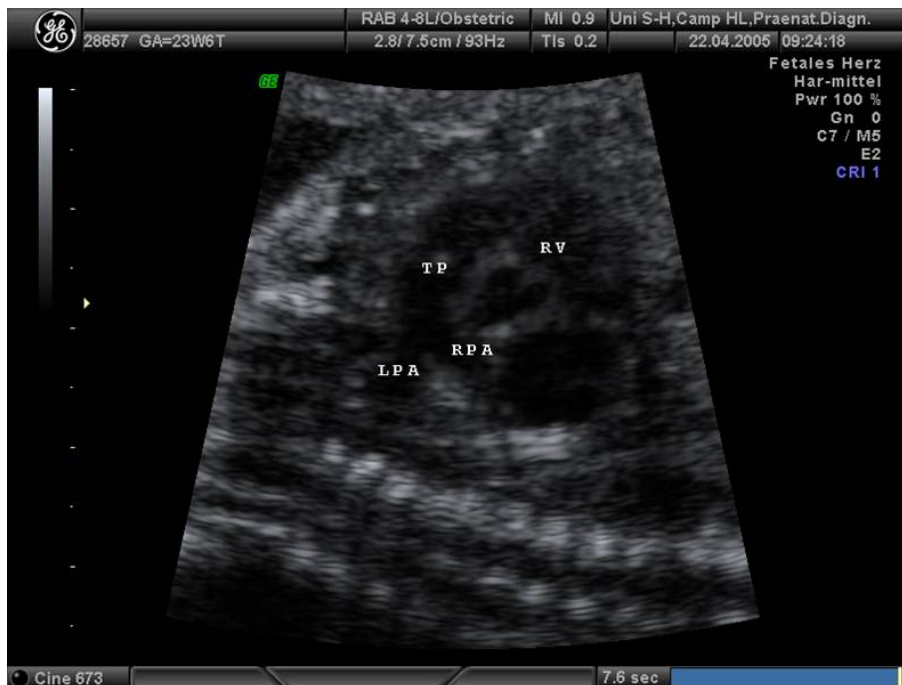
Echokardiographische Darstellung des rechtsventrikulären Ausflusstraktes: TP (Truncus pulmonalis, RPA (rechte Pulmonalarterie), LPA (linke Pulmonalarterie)
